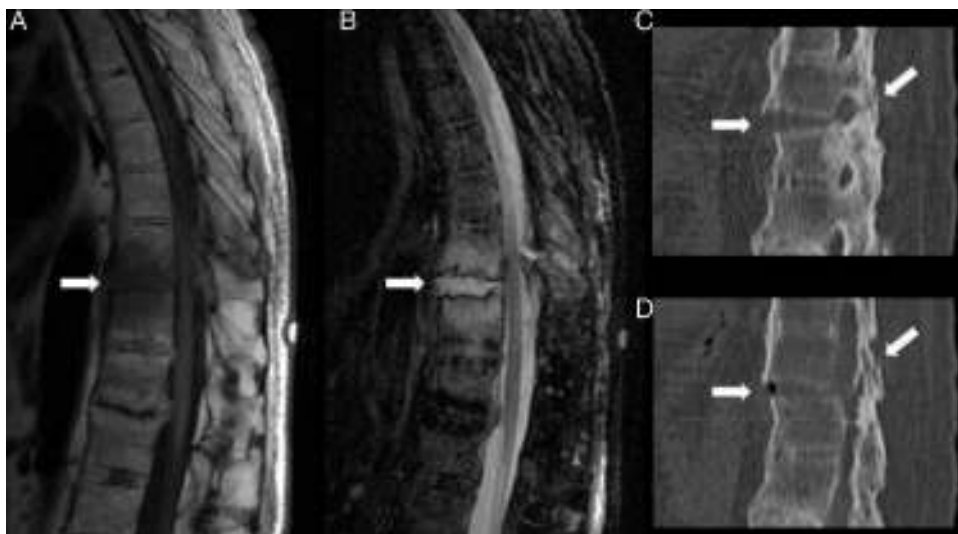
Cortes sagitales de RM en secuencias T1 (A) y STIR (B), y reformateos sagitales de TC (C y D), en los que se detecta una fractura transdiscal (flechas en A y B) asociada a extensos cambios de edema óseo en los cuerpos vertebrales contiguos. La fractura afecta el arco posterior, como se demuestra mejor en C y D (flechas), con moderada afectación del canal raquídeo.
